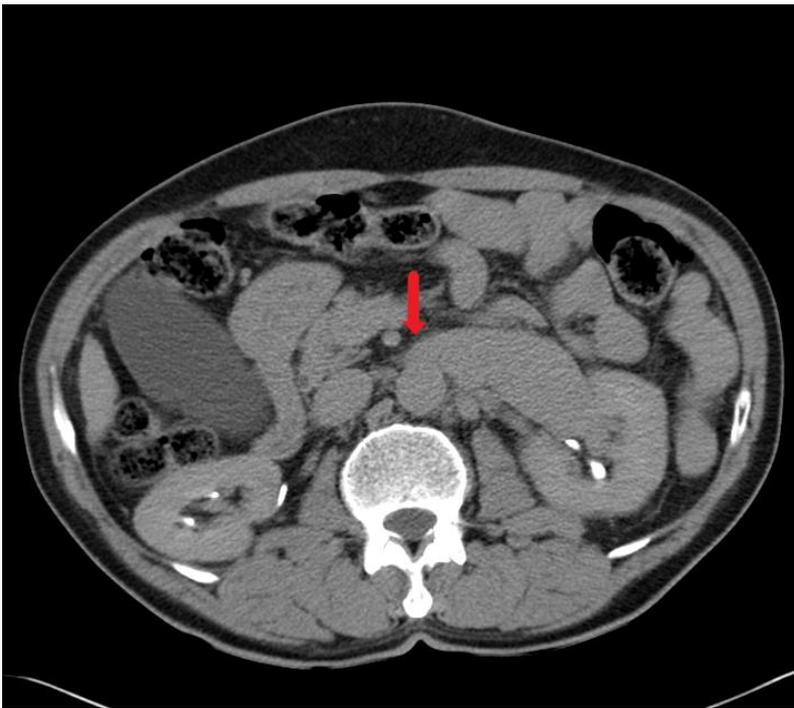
Tomografía axial computarizada, contrastada, de abdomen, en corte axial, donde se observa la compresión de la vena renal izquierda (signo del pico) (flecha roja). Fuente: Tomado del archivo del Hospital Militar Central: "Carlos Juan Finlay".
